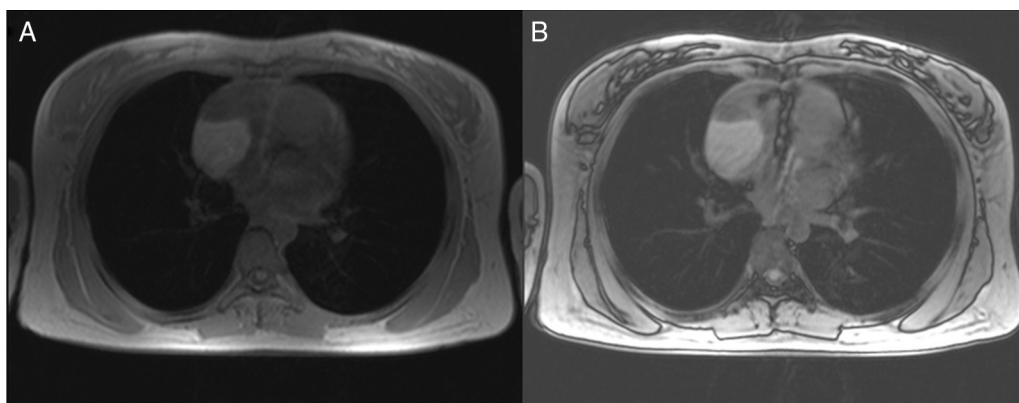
RM de coração com seqüências *in-phase* (A) e *out-of-phase* (B): hipossinal evidenciado no *out-of-phase*, mostrando componente gorduroso intra-voxel no interior do cisto pericárdico complexo.
